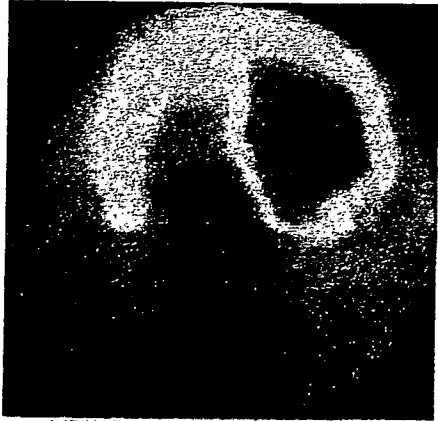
血流像と¹⁸F-FDG PETによる心筋バイアビリティの判定(図3と同一症例)
